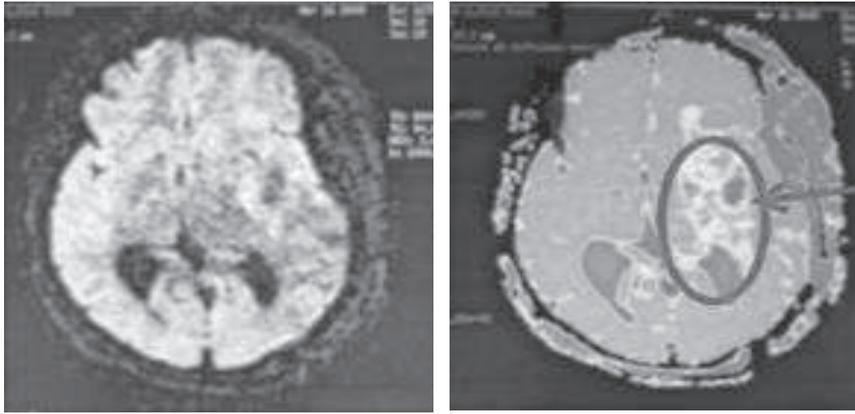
IRM cérébrale en T1 avec contraste, à 14 mois post opératoire
